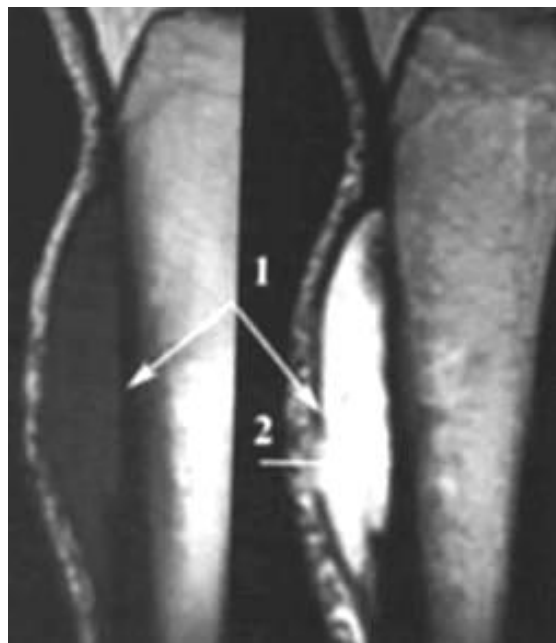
МРТ T1-, T233 у сагітальній площині. Періостальна фібросаркома – у м'яких тканинах визначається веретеноподібне утворення, розташоване на передній поверхні великогомілкової кістки (1) з деструкцією кортикального шару (2) (за Брюхановим А.В. і Васильєвим А.Ю.).
